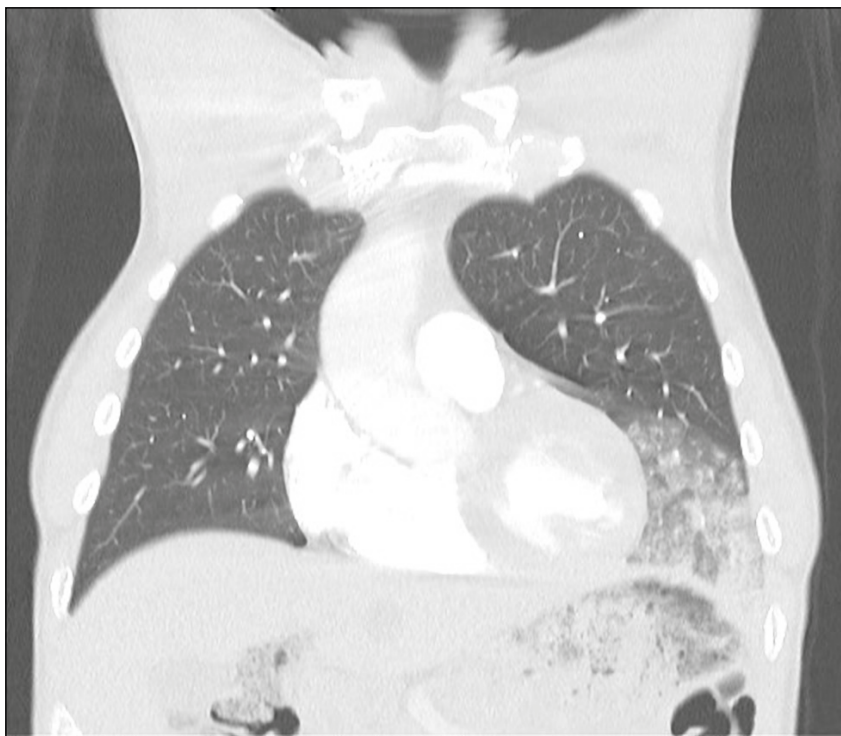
Компьютерная томограмма органов грудной клетки с болюсным контрастным усилением (мультипланарная реконструкция, корональная плоскость)
